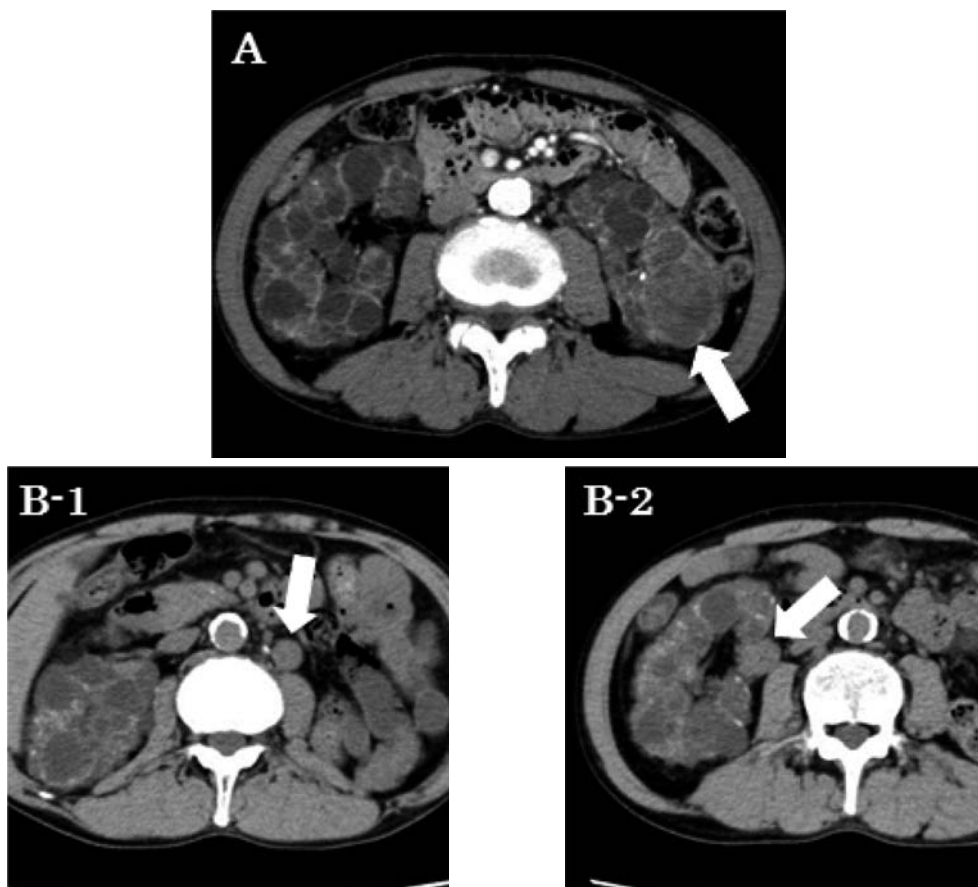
A; Enhanced CT scan images before left nephrectomy. B; Plain CT scan images 9 months after left nephrectomy. (1) Left renal hilar lymph node. (2) Right renal tumor.
